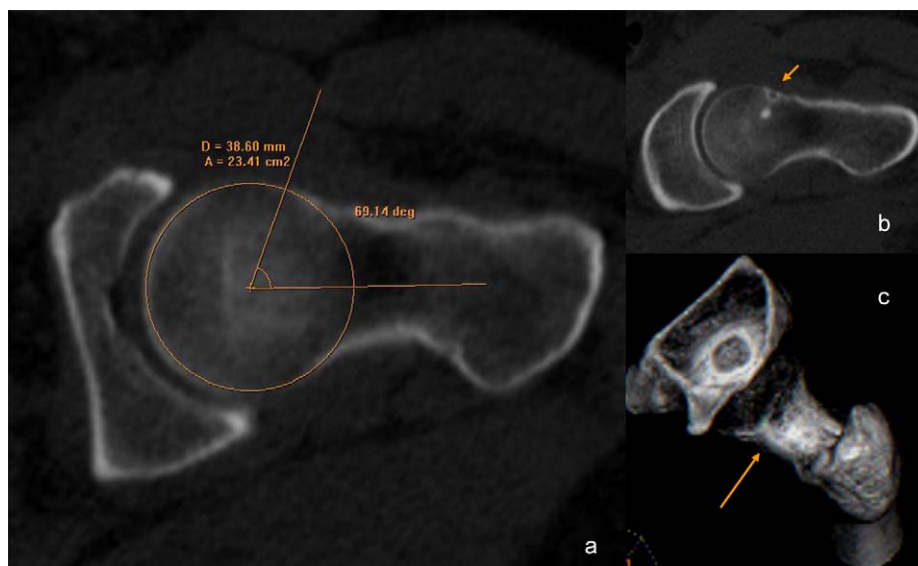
a) Cortes axiales oblicuos de tomografía computarizada (TC) que muestran un ángulo alfa de 69° (normal hasta 50°). b) Convexidad anterior del cuello, con una lesión fibroquística asociada (flecha corta). c) TC 3D que muestra la deformidad anterior del cuello (flecha larga).
